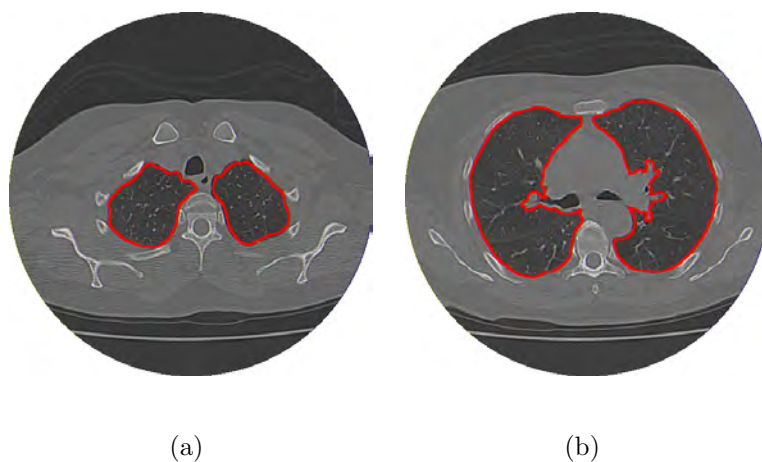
exemplo de segmentação dos pulmões em imagens de TC realizada manualmente por médicos especialistas.
